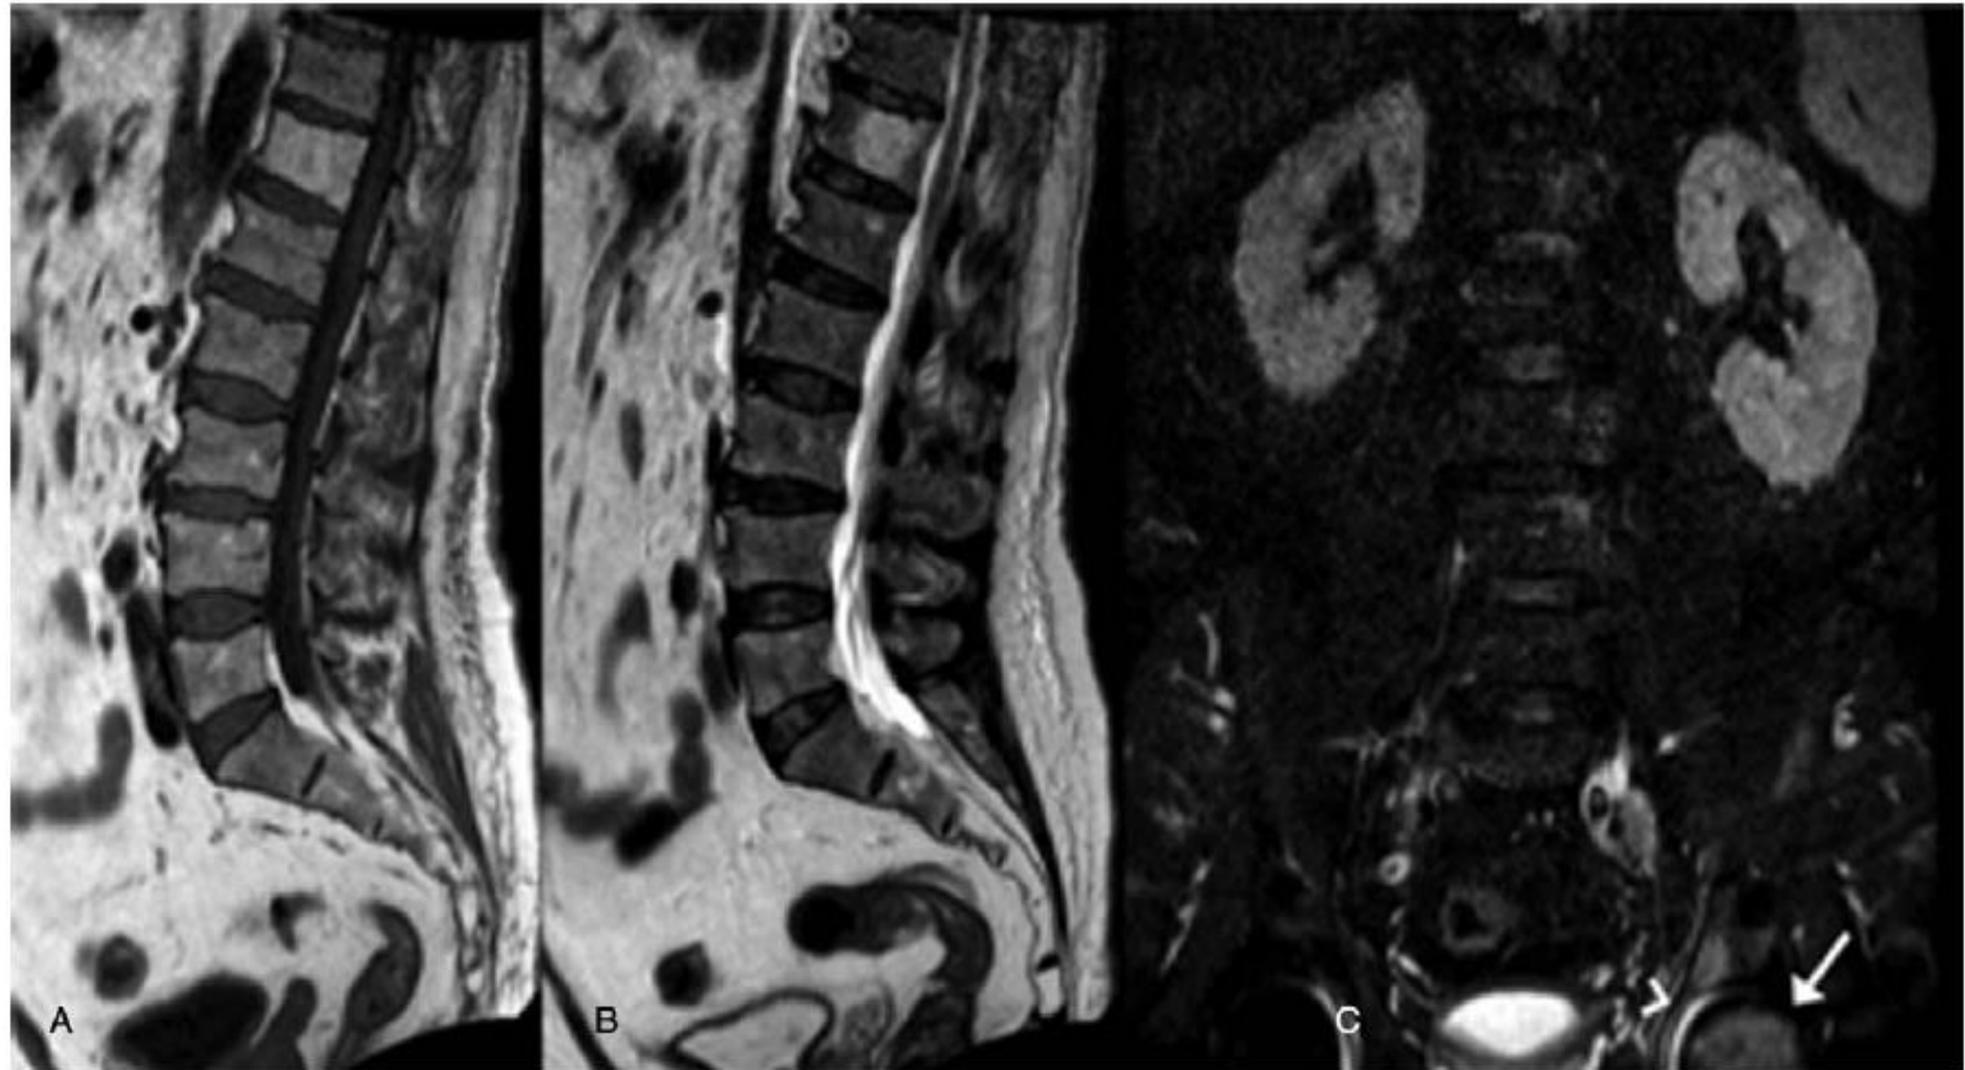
A 63-year-old male patient with chronic low back pain. (A) Sagittal T1-weighted sequence. (B) Sagittal T2-weighted sequence. (C) Coronal-STIR sequence. Conventional MR sequences acquired on sagittal plane showed the presence of spondylosis, multiple disc protrusions, and a large osteoangiomas of the T12 vertebral body. On coronal-STIR sequence (C) a signal hyperintensity of the left femoral head (arrow) and the acetabulum with intraarticular fluid (arrowhead) was detected; this finding was proved to be a femoral head osteonecrosis.
